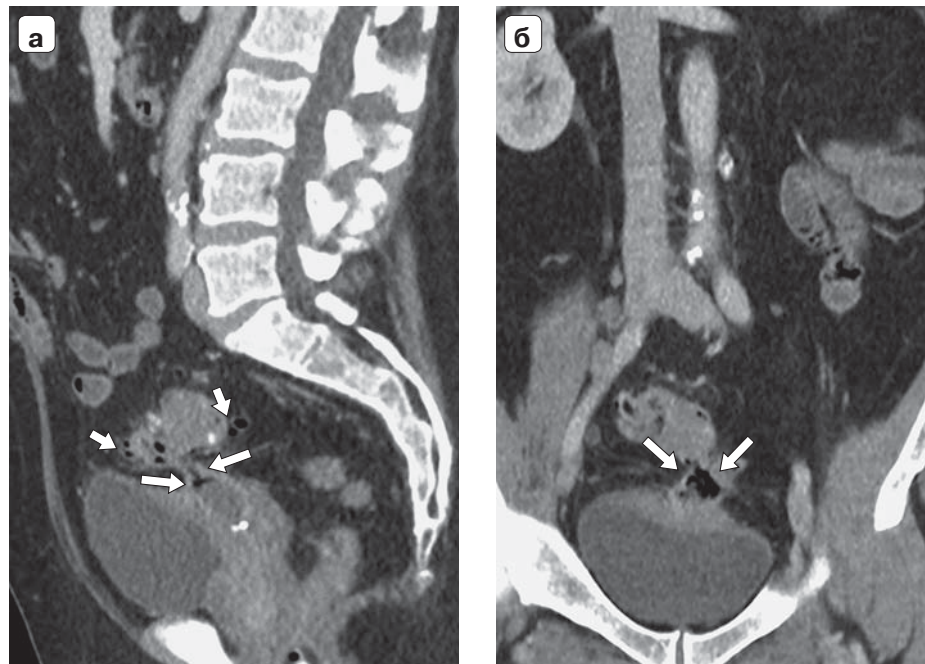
КТ малого таза с внутривенным контрастированием, сагиттальная (а) и фронтальная (б) проекции. Сигмовезикальный свищ. Выявляется сигмовезикальный свищ с полостью 3,5 × 1,5 см (длинные стрелки) между утолщенными стенками сигмовидной кишки и мочевого пузыря; видны дивертикулы (короткие стрелки).
